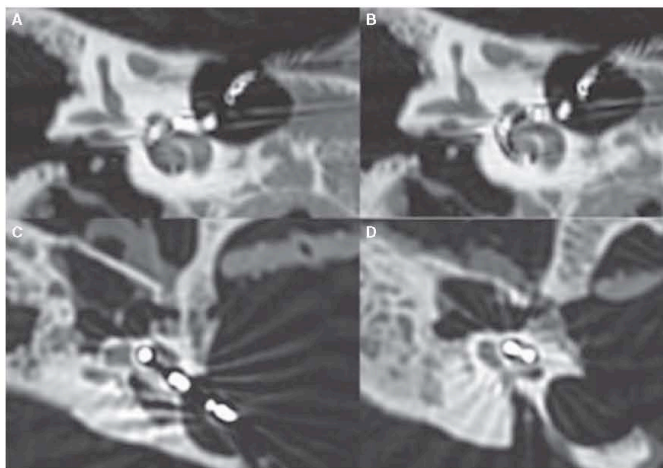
High-resolution coronal CT scan of a right temporal bone (A, B) and an axial CT scan of a left temporal bone (C, D) showing the insertion of the electrode array from the basal to the apical portions of the cochlea.
